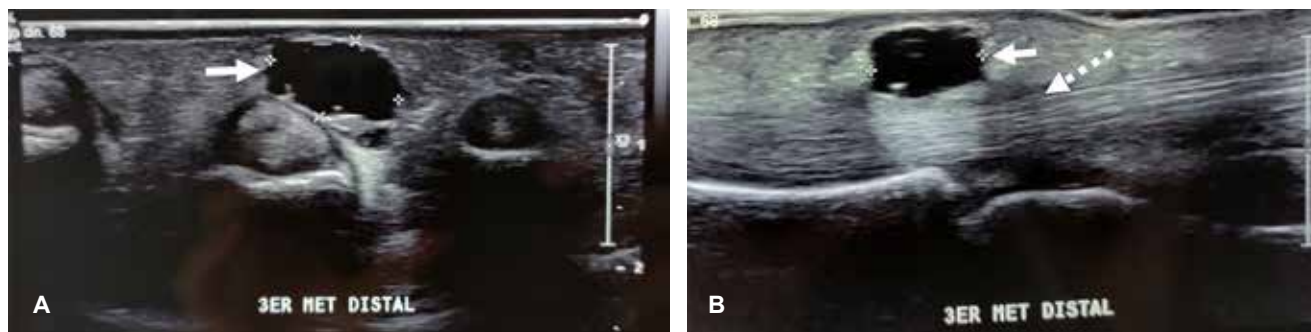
Imágenes de ultrasonido diagnóstico de palma de mano derecha. A) Corte transversal, mostrando: imagen anecoica redonda de 1.5 cm de diámetro, con pared fina ecogénica, correspondiendo a quiste sinovial de la vaina del tercer dedo de mano derecha (flecha). B) Corte transversal mostrando el quiste mencionado y la estructura fibrilar indemne del tendón flexor (flecha punteada) del tercer dedo.
